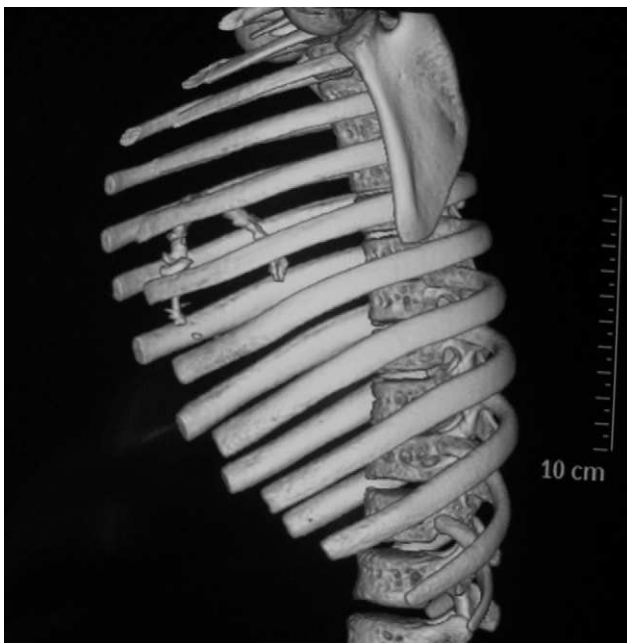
TAC Multicorte. Reconstrucción del plano sagital donde se visualiza calcificaciones en surco AV.
